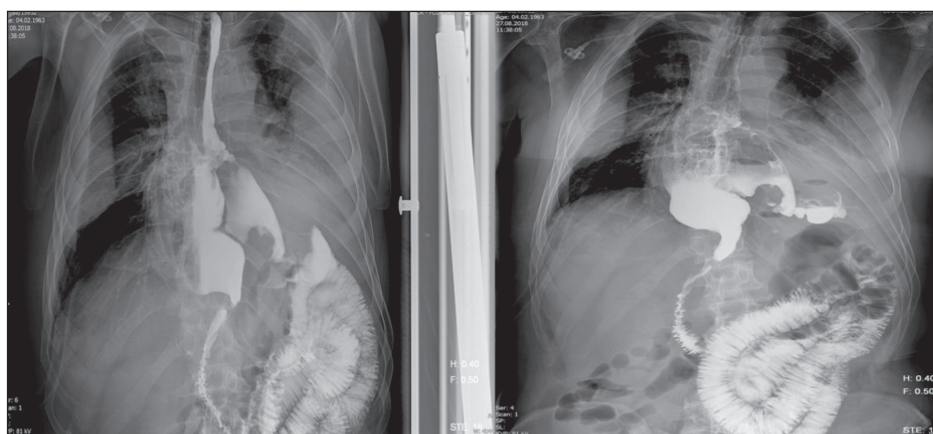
Рентгенологическое исследование пищеводно-желудочного анастомоза с водорастворимым контрастом от 27.08.18
